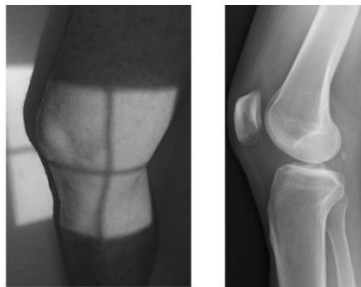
Radiographie de profil d'un genou normal [71]
